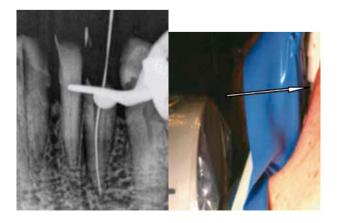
Forma de obtener la radiografía anterior inferior de tratamiento con Snap-A-Ray marcado.
